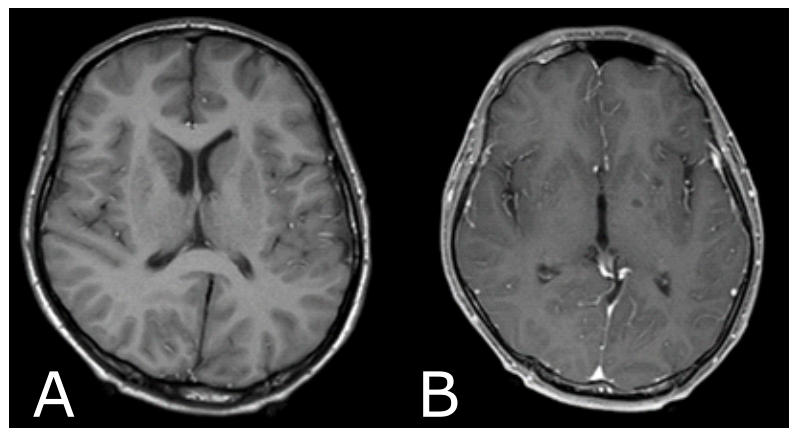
Corte axial de RMN en T1 sin contraste (A) y con contraste (B). Se observa captación de contraste en leptomeninges.
